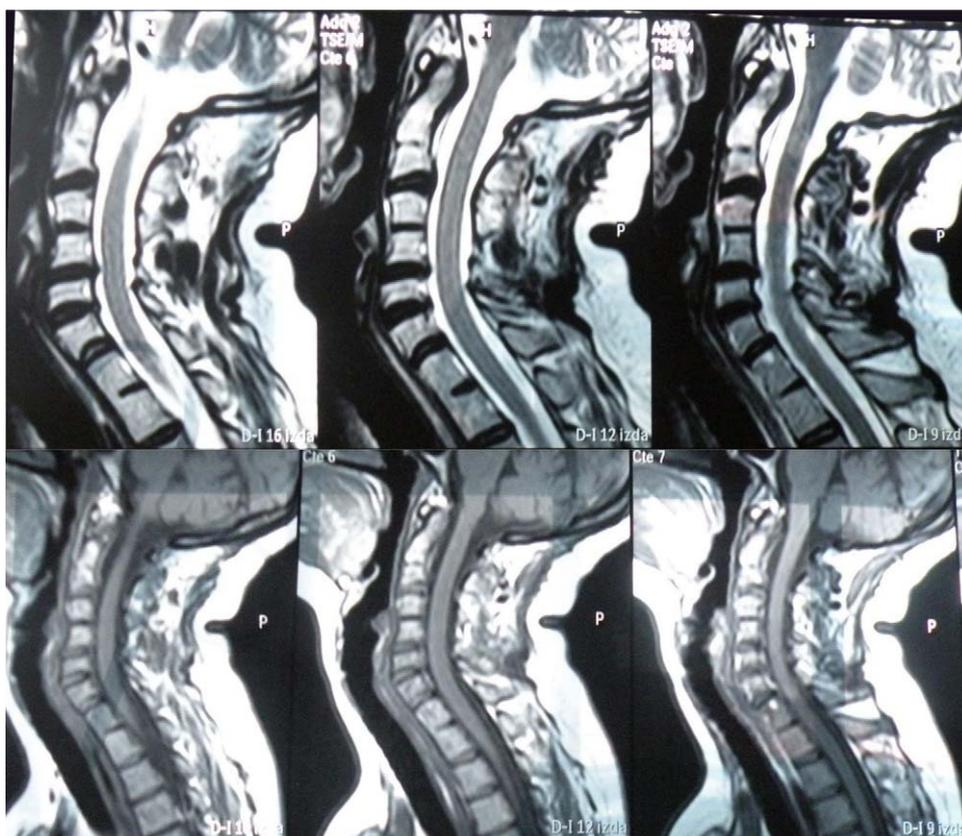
RMN de columna cervical.
